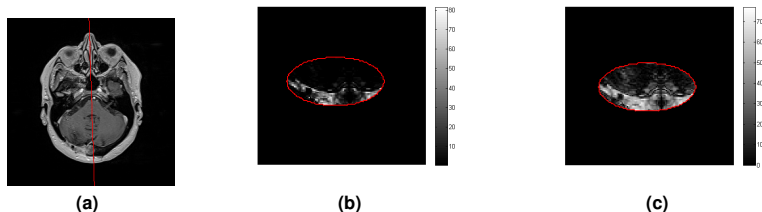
(a) Superposition de l'image RM et de son axe de symétrie inter-hémisphère, (b) superposition de la représentation en 2D de la fonction qui à chaque voxel x du VOI associe $\lambda(x) = \frac{100}{1+e^{-0.0109d(x)}}$ et du contour du VOI, (c) superposition de la représentation en 2D de la fonction λ qui à chaque voxel x du VOI associe $\lambda(x) = \frac{100 \times d(x)}{797}$ et du contour du VOI.
